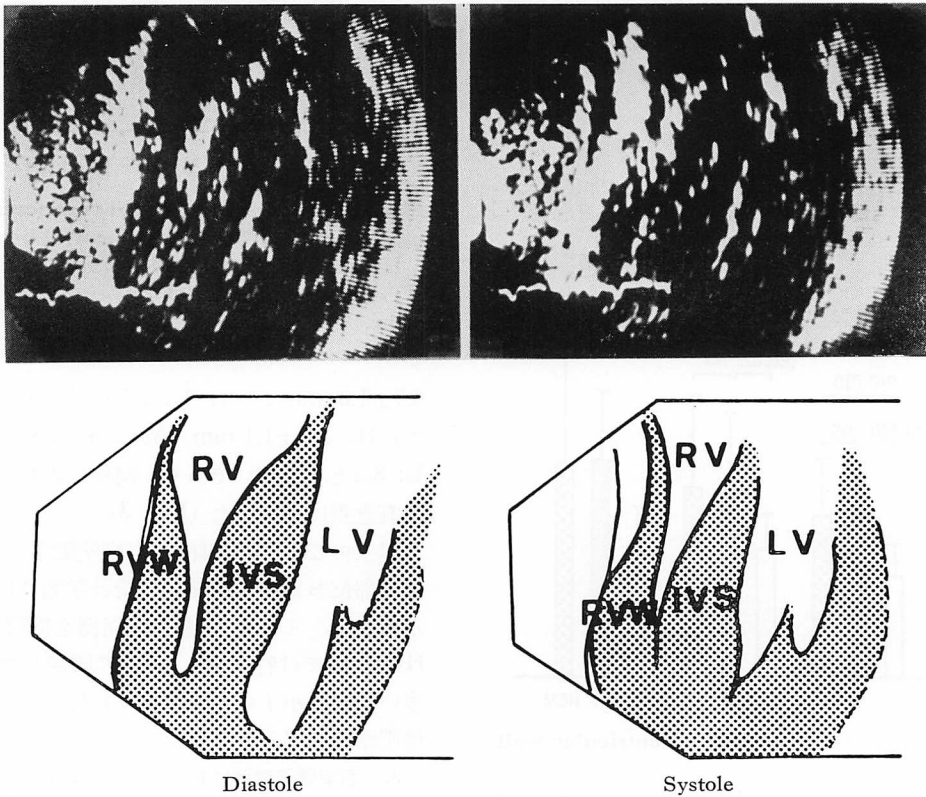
Two-dimensional echocardiograms showing motion of the right ventricular wall in a patient with hypertrophic cardiomyopathy.
